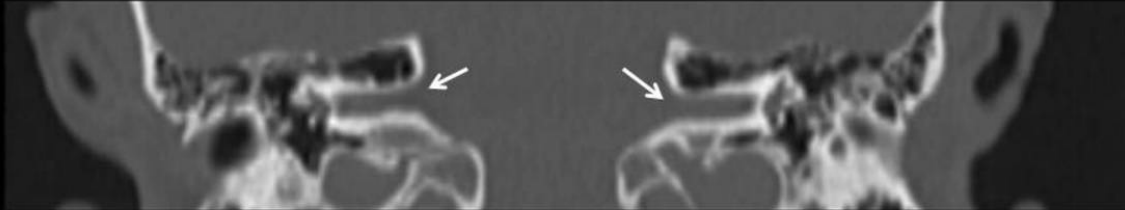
Detalle de ambos conductos auditivos internos (CAI) (flechas) en corte coronal de TC.
